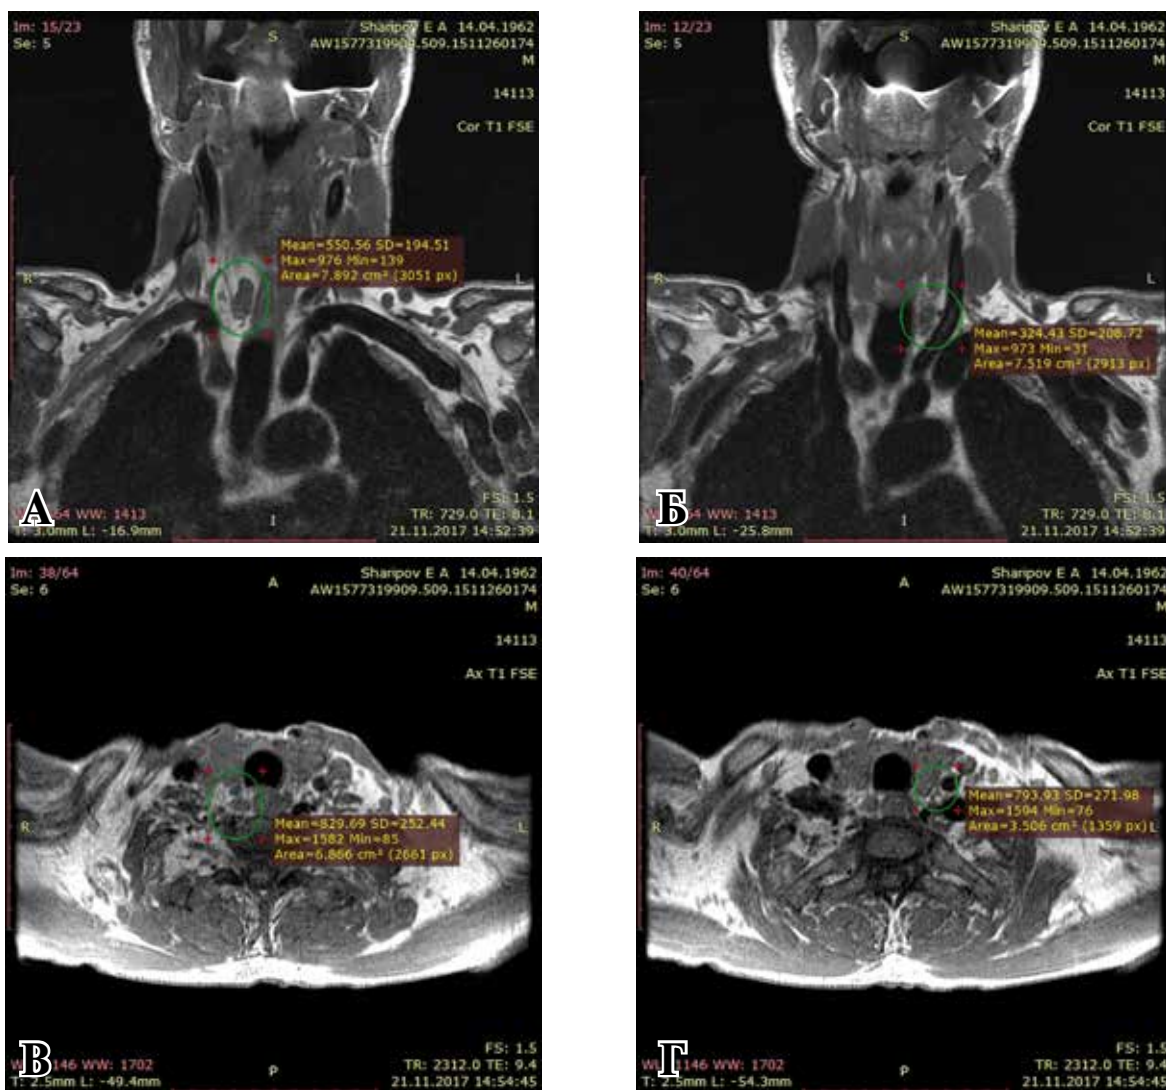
МРТ шеи в разных проекциях. Зеленым маркером отмечены аденомы ОЩЖ.
